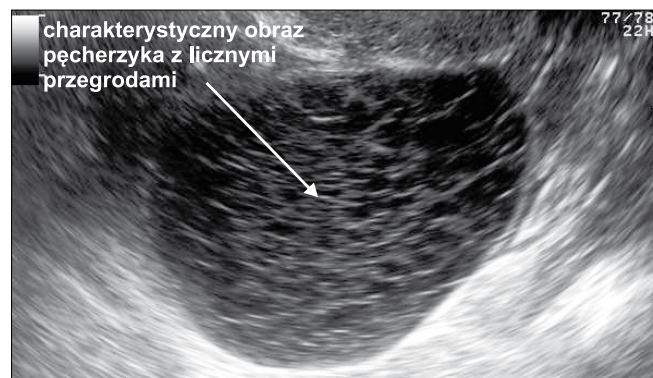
Obraz ultrasonograficzny ciała żółtego w badaniu ultrasonograficznym.
